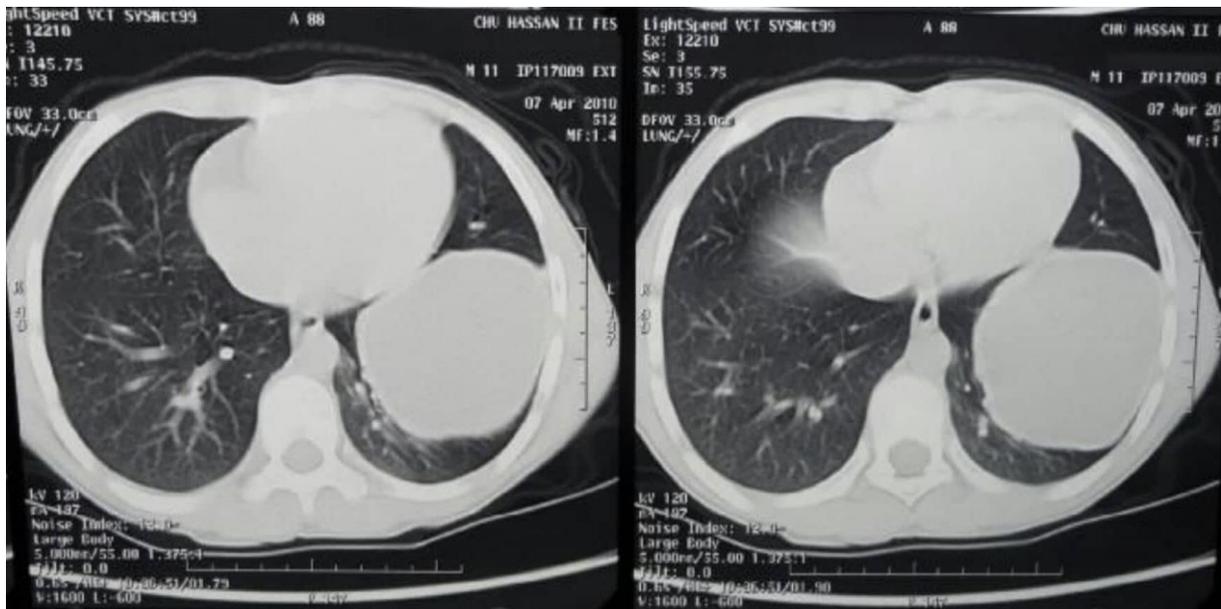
TDM thoracique chez un garçon de 11 ans : KHP du lobe inférieur gauche
